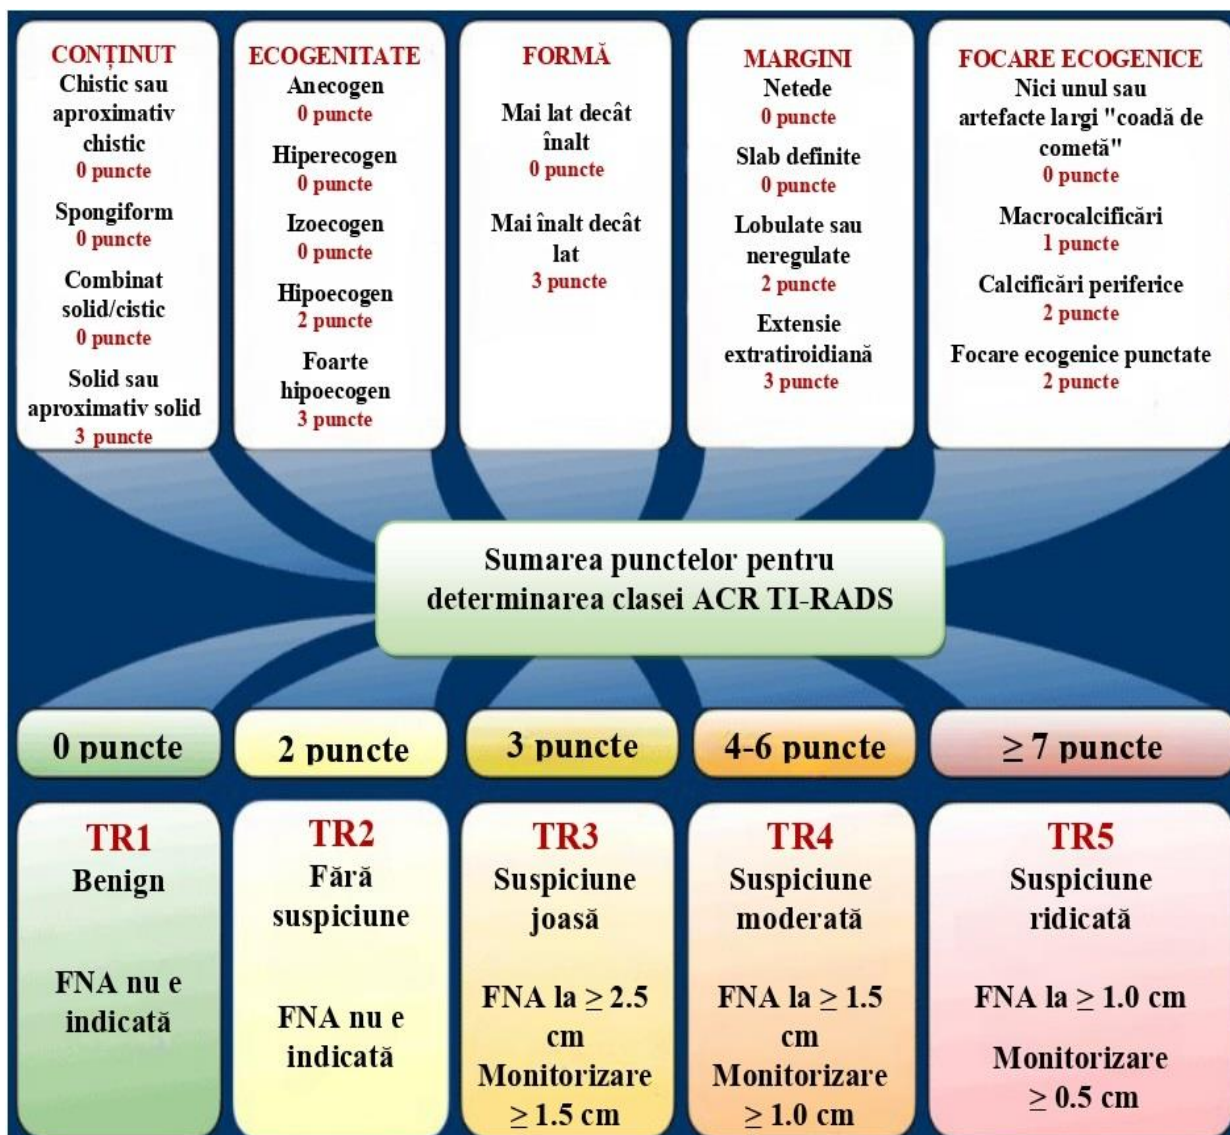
Clasele ecografice ACR-TIRADS
